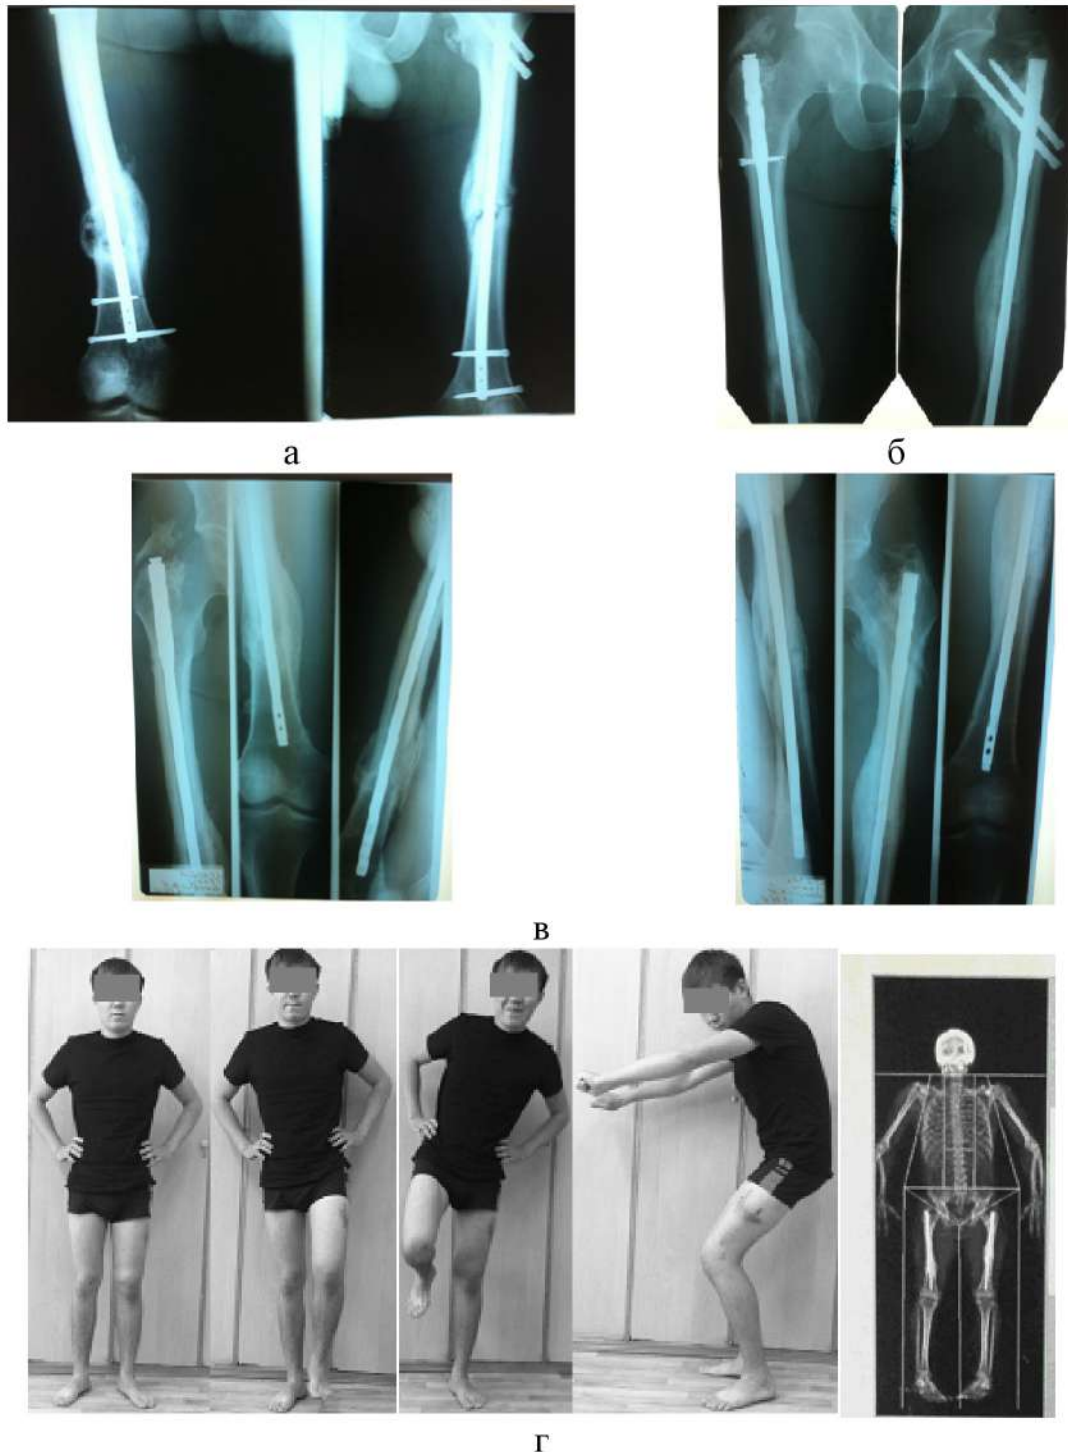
Пациент М., 28 лет, группа сравнения, подгруппа с сочетанными повреждениями. Закрытый перелом обеих бедренных костей. 32B12 по АО/ASIF. а) рентгенограмма через 3 мес после интрамедуллярного остеосинтеза; б) рентгенограмма через 1 год; в) рентгенограмма через 1 год и 2 мес (после удаления блокирующих винтов); г) функциональные возможности и денситограмма через 1 год после остеосинтеза. Отмечается восстановление опороспособности синтезированного сегмента в отдаленном послеоперационном периоде, с сохранением контрактуры коленного сустава.
